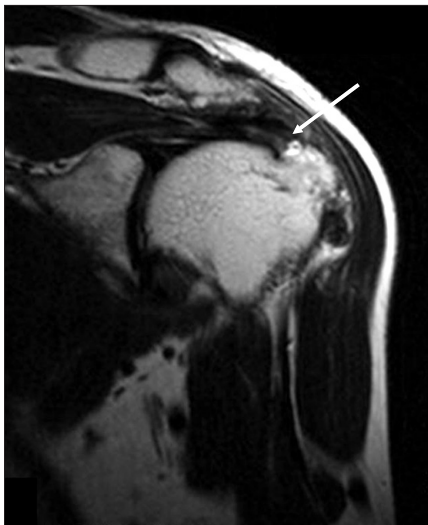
T2-weighted coronal MR image of the left shoulder shows nearly full-thickness tear of supraspinatus tendon (arrow).
